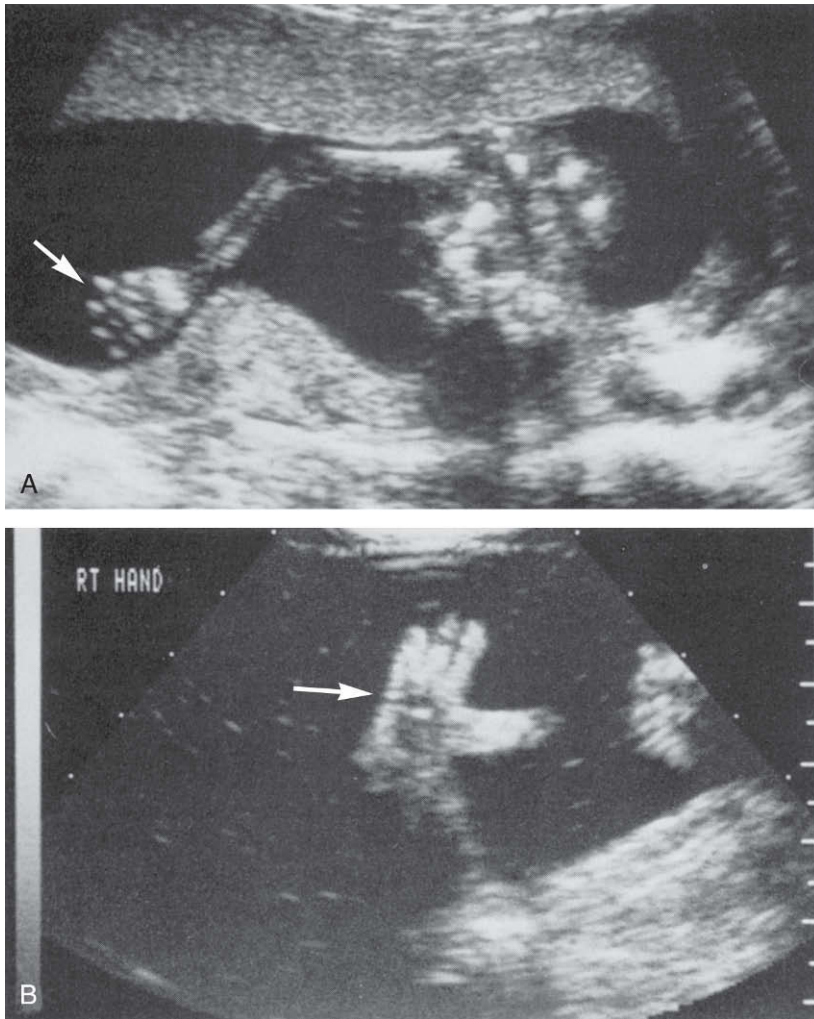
■ Ecografía de las manos (flechas). A: Feto normal. B: Feto con síndrome de Holt-Oram, un trastorno autosómico dominante que cursa con cardiopatías congénitas (a menudo una comunicación interauricular) y con alteraciones variables en los miembros, debido a mutaciones en el gen del factor transcripción *TBX5*. Es destacable el hecho de que sólo se observan tres dedos y un pulgar. El pulgar tiene una forma alterada (es grande y grueso) y una posición anómala. (Cortesía de A. Toi, Toronto General Hospital, Toronto, Canadá.)
